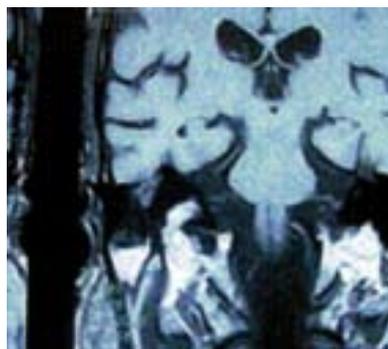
RMN coronale: raccolta di liquor nella mastoide
